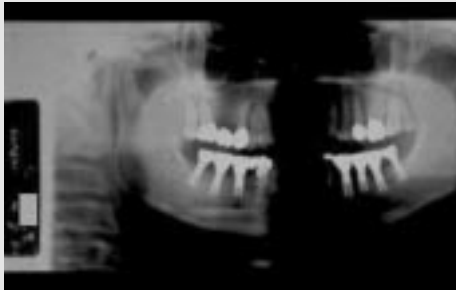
Orthopantomograph (1993년 8월)
